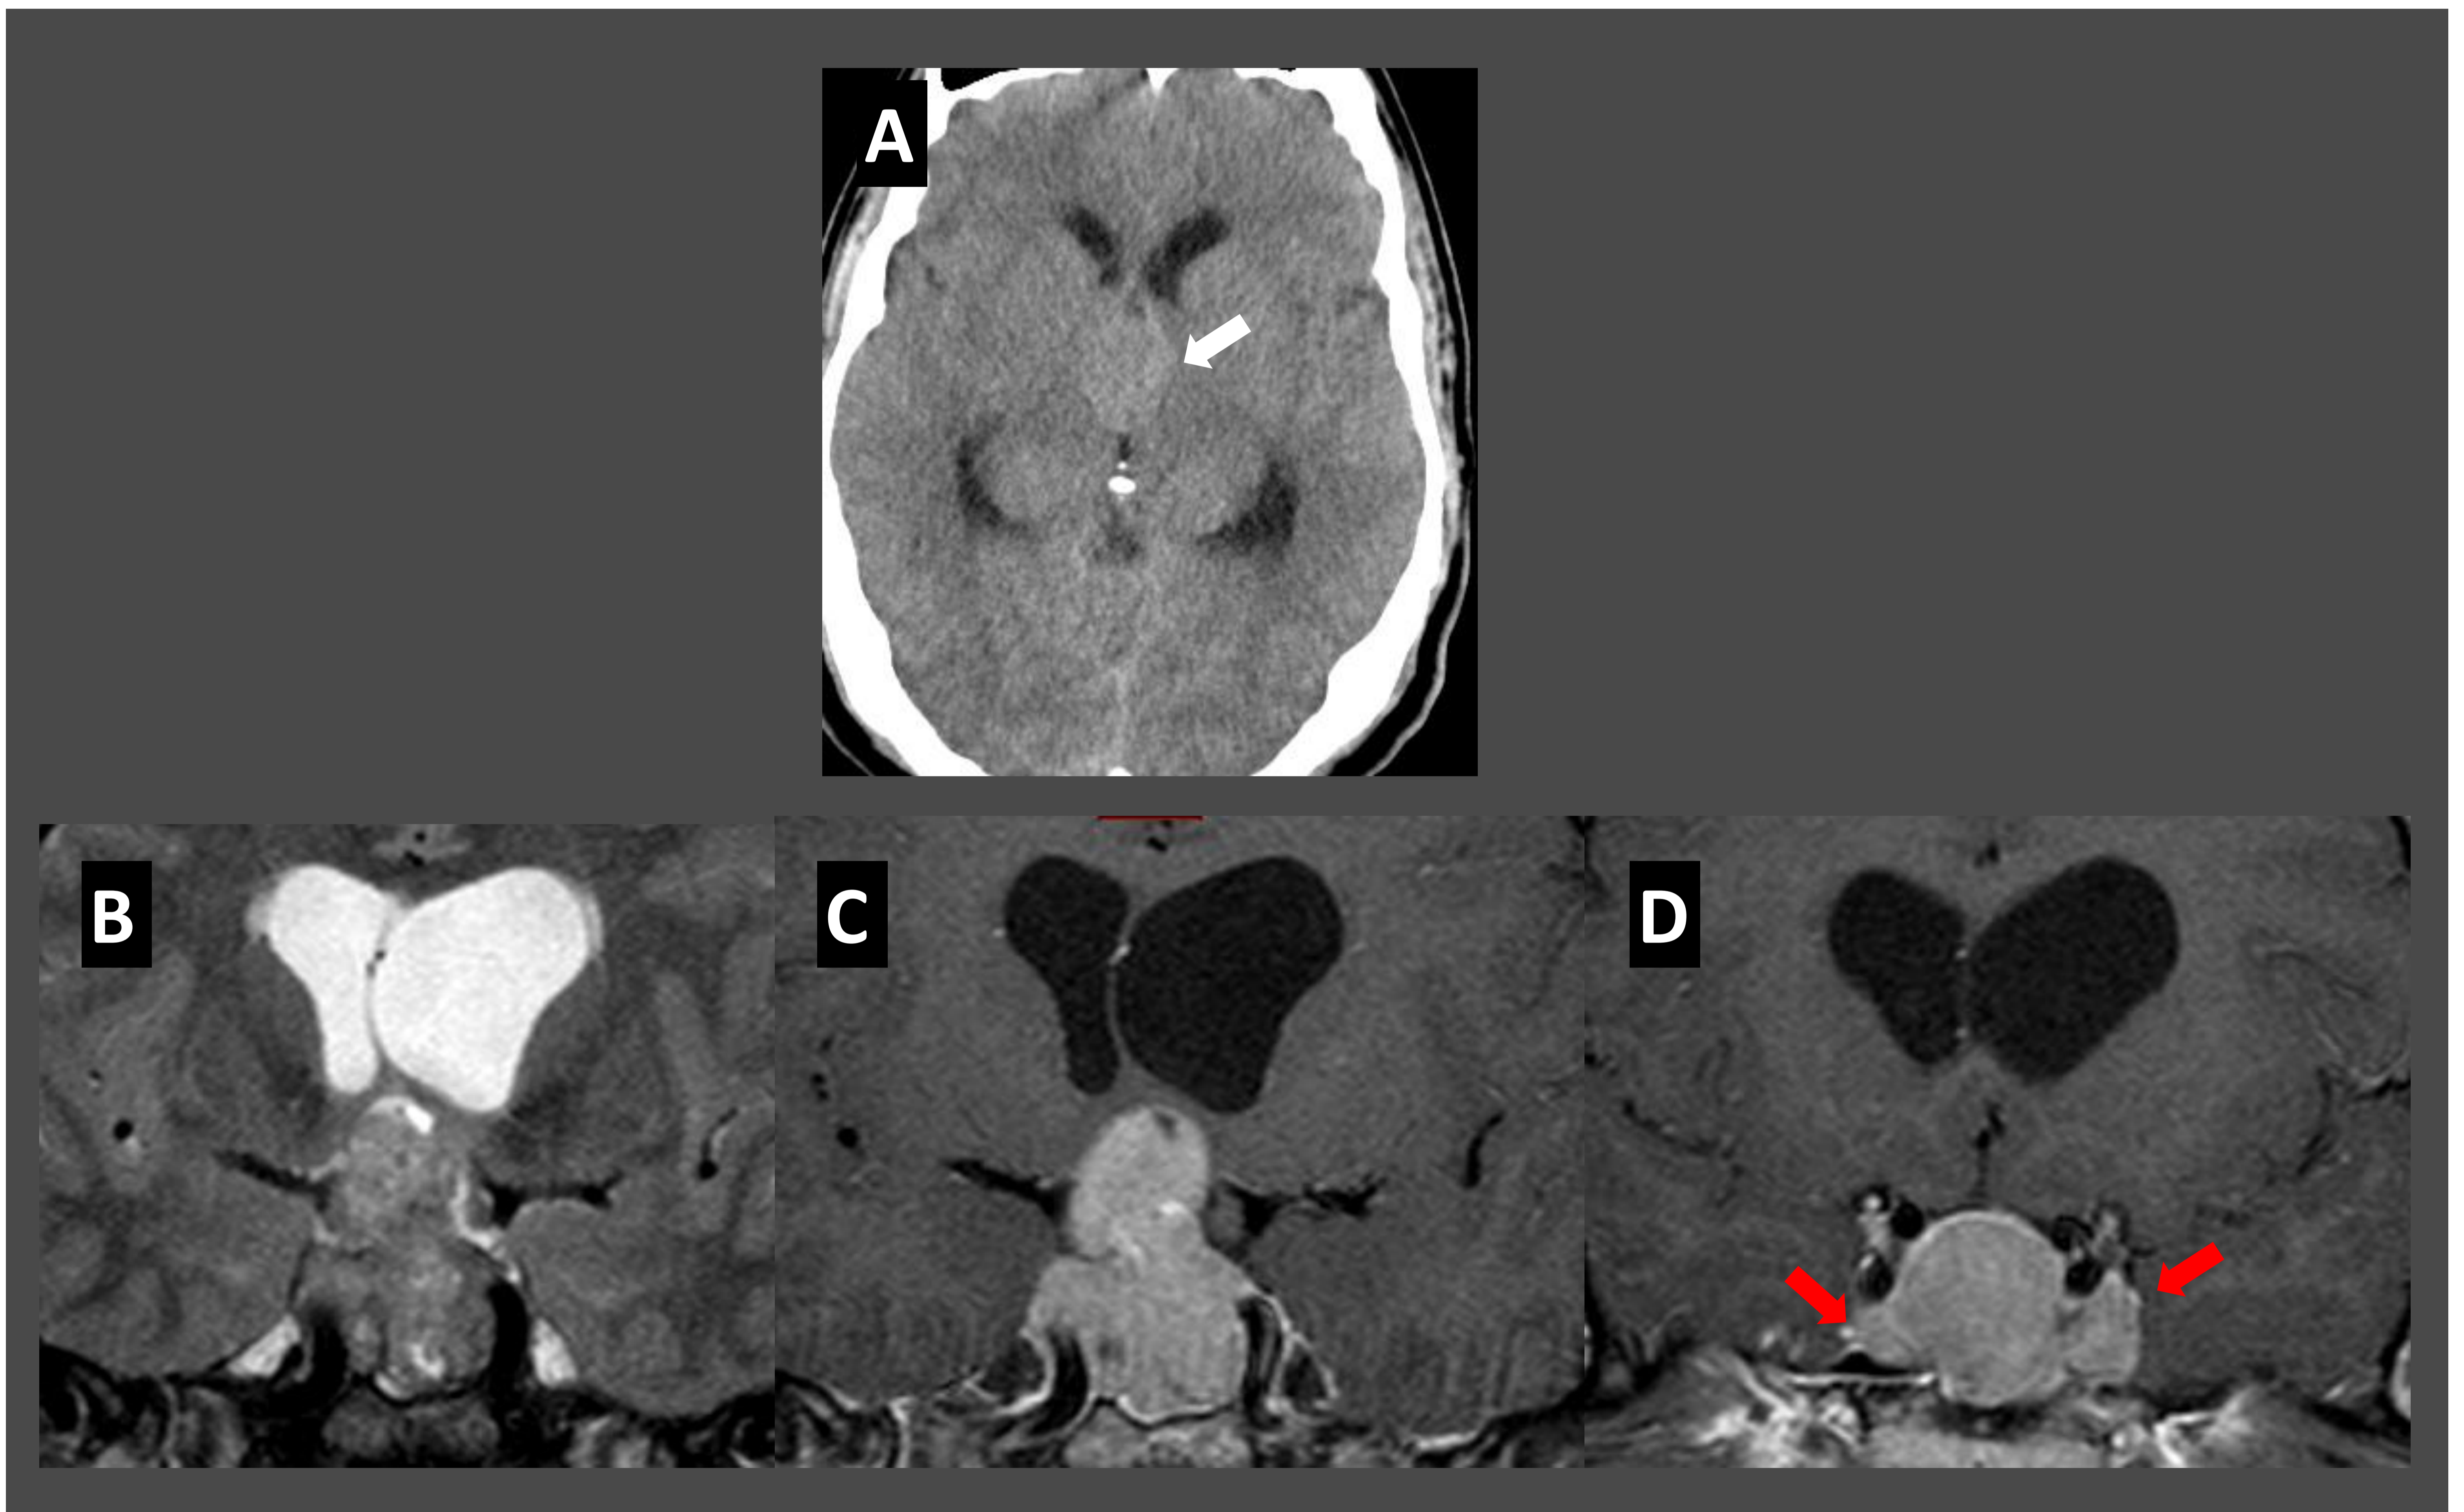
Incidentaloma detectado en paciente con cefalea. En imagen de TC se observa una masa selar isodensa con la sustancia gris cerebral que se extiende hacia el tercer ventrículo (A, flecha blanca). En RM de hipófisis (B, C, D) se observa una masa selar con extensión a cisterna supraselar que produce efecto de masa en el suelo del III ventrículo y que infiltra ambos senos cavernosos (flechas rojas). La paciente mostraba valores altos de GH y prolactina.
